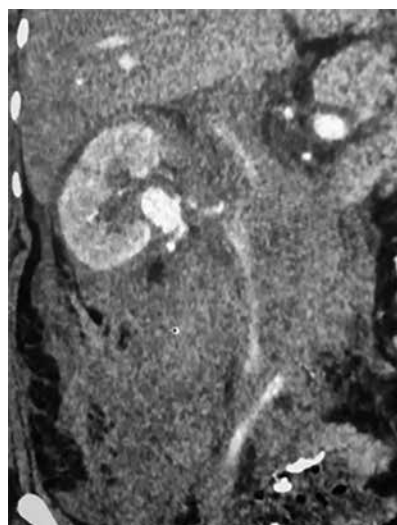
En la angiotomografía de abdomen se evidencia un aneurisma sacular roto de rama segmentaria superior de la arteria renal derecha (23 x 16 mm), con extravasación de contraste indicando sangrado activo, asociado a extenso hematoma retroperitoneal predominantemente derecho con un volumen aproximado de 1500 cc. Realce parenquimatoso renal derecho retardado, compatible con hipoperfusión secundaria a compresión o isquemia
